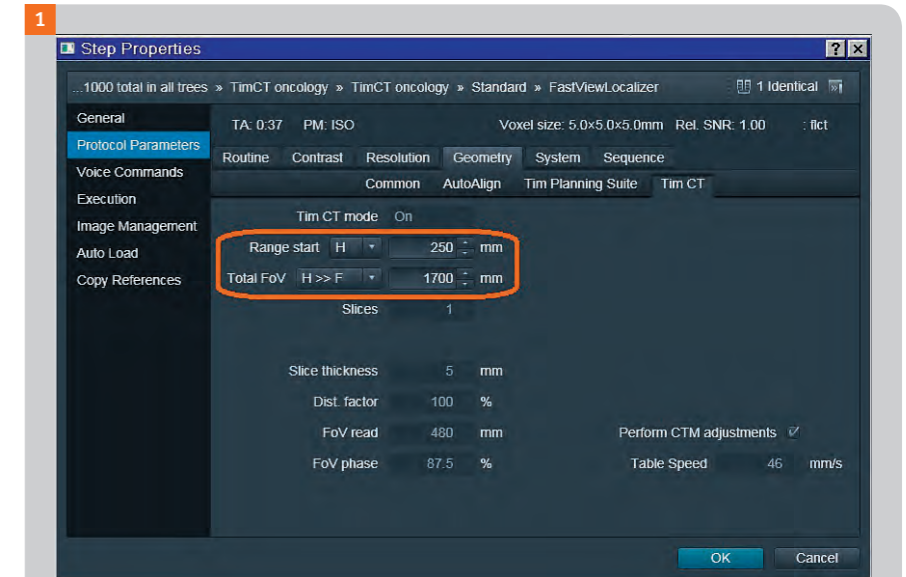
FastViewパラメータカード: Geometry>Tim CT
